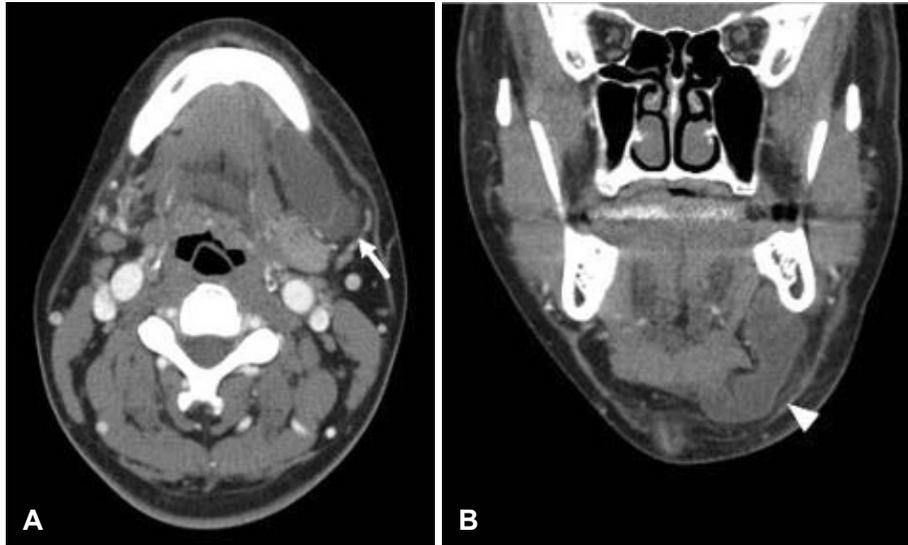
CT obtained 18 months after the first surgery A: Axial CT shows about 43×18 mm multilocular cystic lesion in left submandibular space (arrow). B: Coronal CT shows cystic lesion in left submandibular space (arrowhead).
